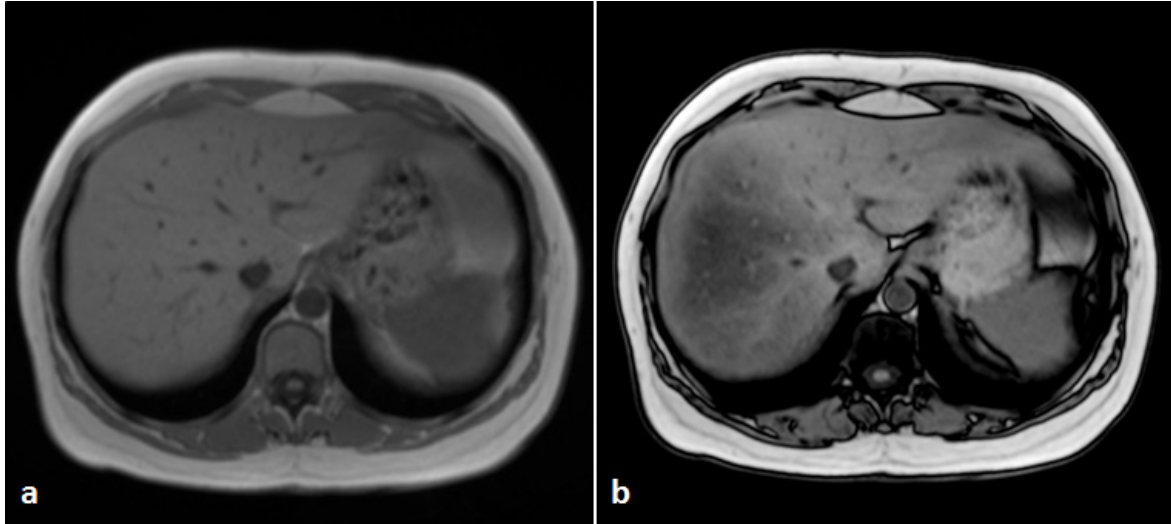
Ultrasonografide ikinci derece yağlanması bulunan 58 yaşında kadın hastada iç faz (a) görüntüdeki karaciğer sinyalinin yağlanma nedeniyle dış faz (b) görüntüsünde belirgin azaldığı görülüyor. Sonografide belirtilmeyen ancak özellikle segment 7'de daha belirgin olan heterojen yağlanma dış faz görüntülerde düşük sinyalli alanlar içinde daha düşük sinyalli alanlar şeklinde görülüyor.
